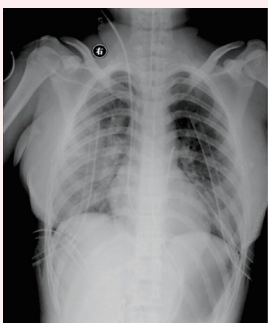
双肺移植术后2 h胸部X线显示右心明显缩小,肺动脉收缩压为30 mmHg
